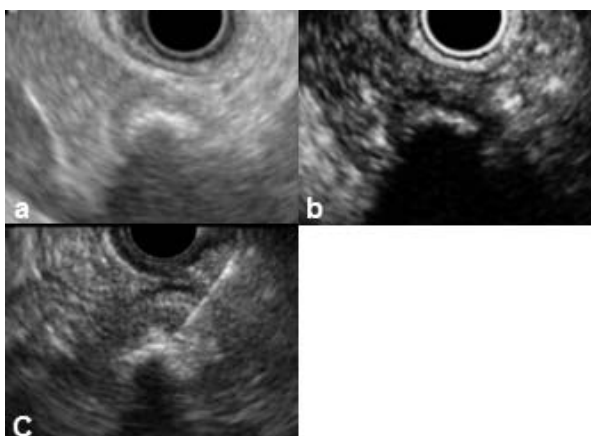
超音波内視鏡検査（Endoscopic ultrasonography：EUS）
